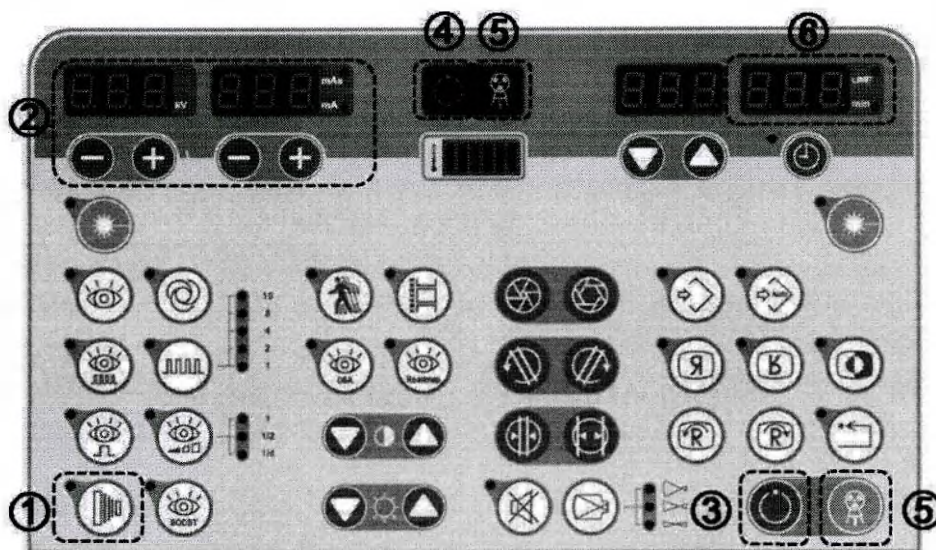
Рентгенографический метод
